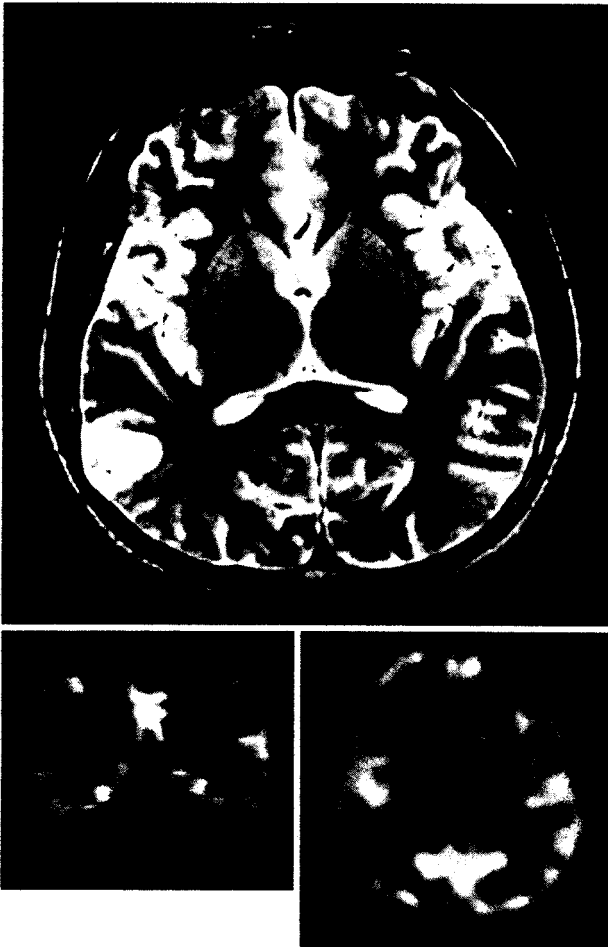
FDG-PET of the patient with small DNET on MRI. Note more widespread hypometabolism on FDG-PET.
